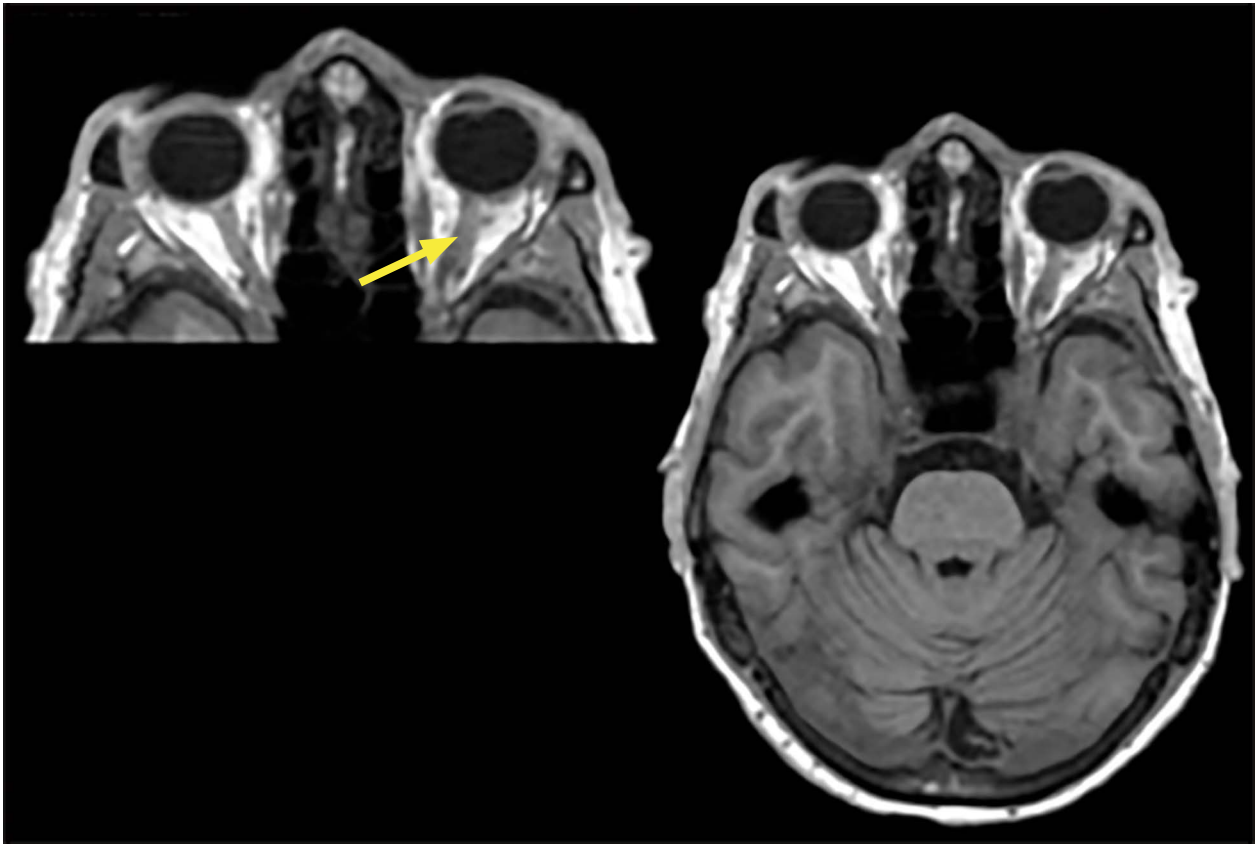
Resonancia magnética. La flecha señala el aumento del grosor del nervio óptico de ojo izquierdo.
